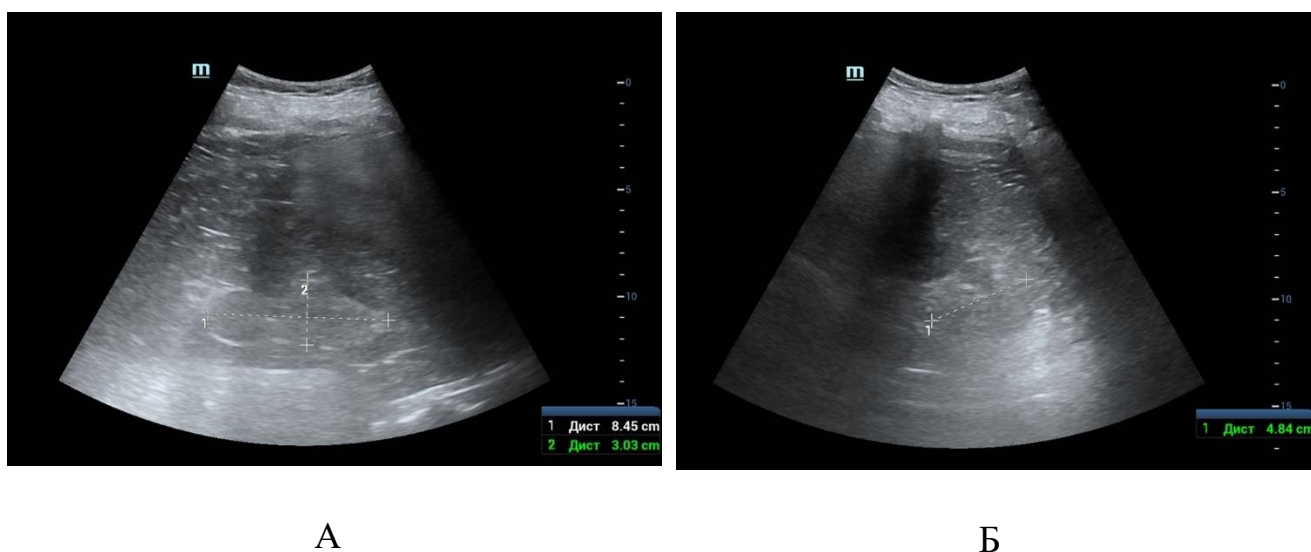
УЗИ правой почки (положение лежа на спине) в В-режиме у пациента с ХБП, терминальная стадия: А – длина и ширина правой почки, Б – толщина правой почки.
